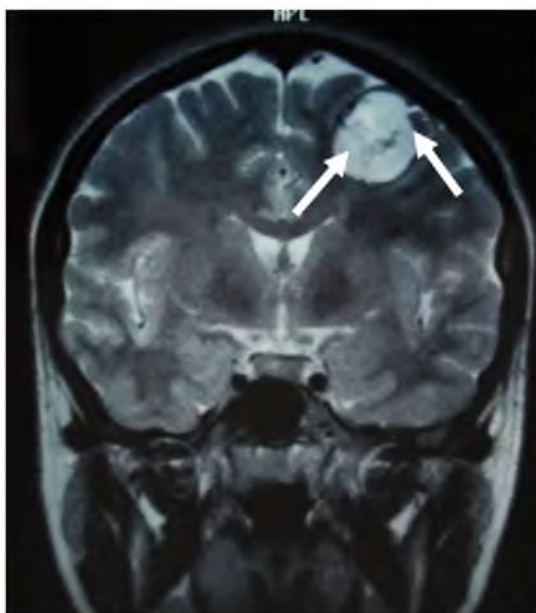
МРТ больного М. Видна гигантская менингиома теменной области слева (указана стрелками)
